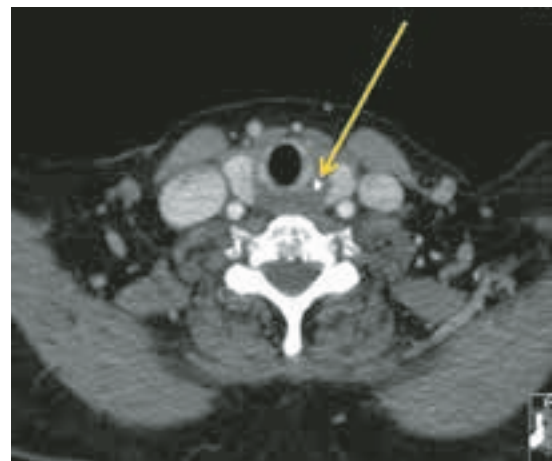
TC - espinha alojada no lobo esquerdo da tireoide, perfurando a hipofaringe com orientação oblíqua.
